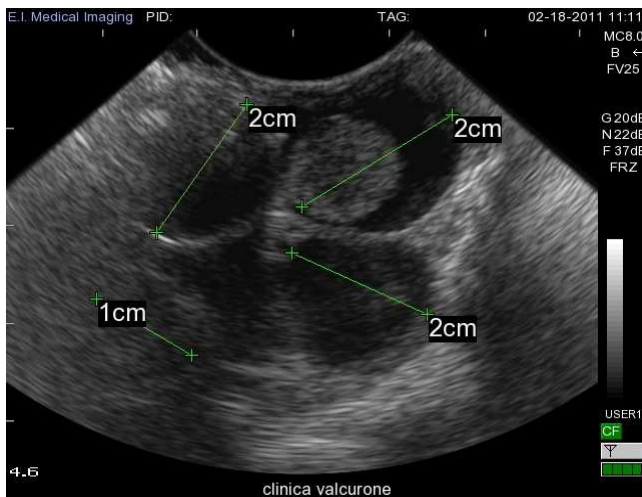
Ecografia de *Agapornis roseicollis* com retenção de ovos
